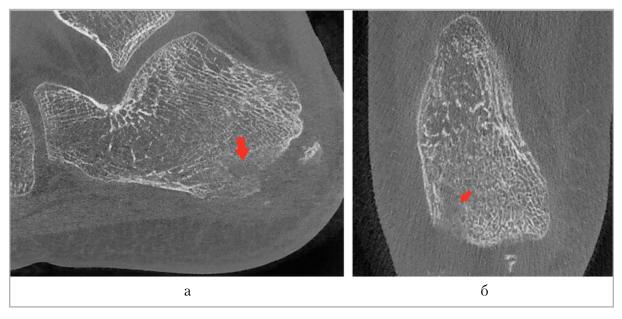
КЛК-томограммы правой пяточной кости, выполненные на 14-е сутки после хирургического лечения: a- сагиттальная плоскость; $\delta-$ аксиальная плоскость. *Стрелками* указан очаг деструкции
